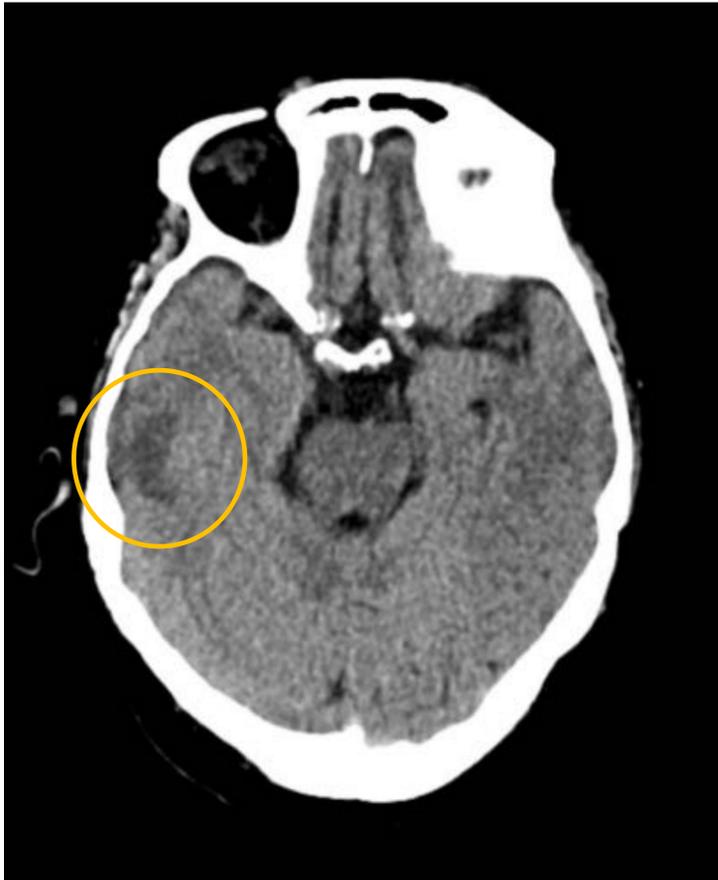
TC cerebral sin contraste. Área hipodensa mal definida en el lóbulo temporal derecho (círculo naranja).
